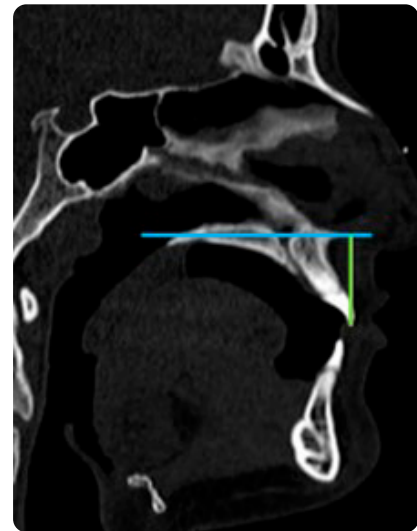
TC facial. Reconstrucción sagital de crecimiento craneofacial, según el Atlas de Riolo (Media $\pm$ 30 mm).
